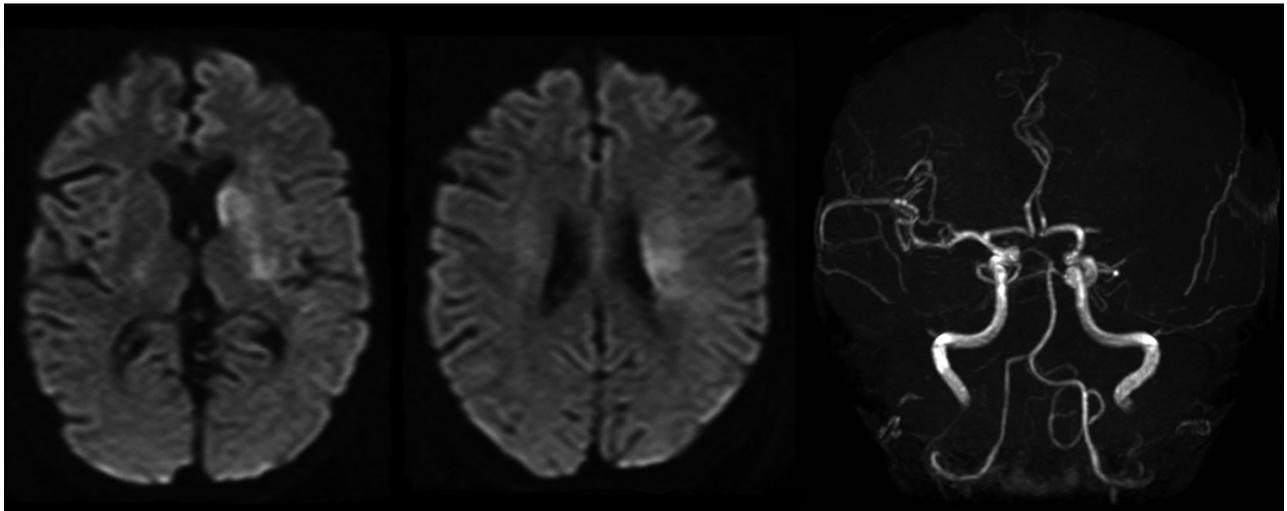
MRI diffusion-weighted images and MRA image on admission
